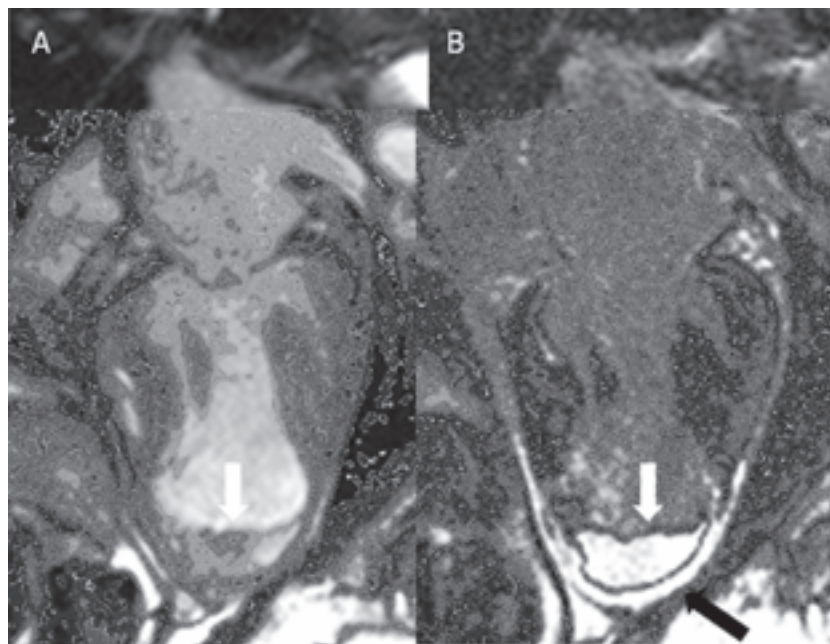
Imagens obtidas em eixo longo (2 câmaras) mostrando (A) aneurisma apical do ventrículo esquerdo, afilamento da parede miocárdica em segmentos apicais e imagem sugestiva de trombo apical pela cinerressonância (setas brancas), confirmado pelo realce tardio (B), que ainda demonstra infarto miocárdico transmural apical sem viabilidade (seta preta).
